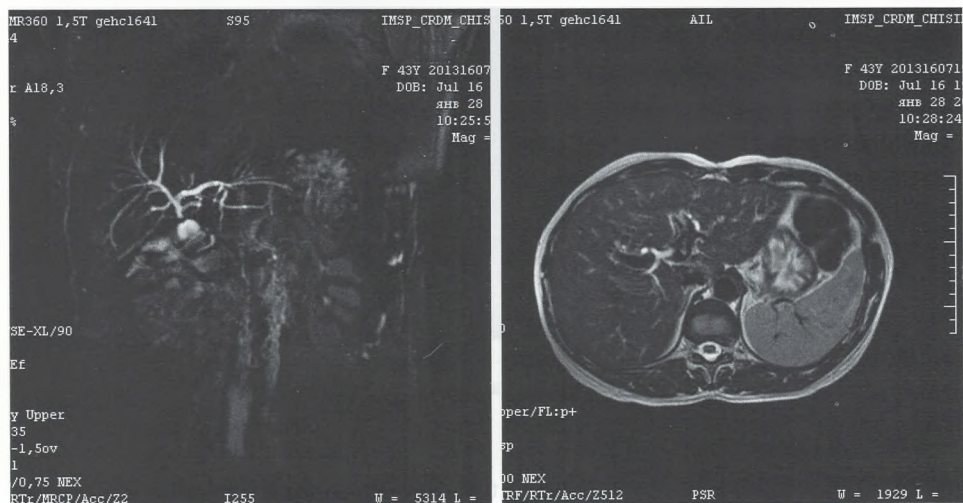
Colangiografia prin rezonanță magnetică nucleară, strictură biliară Bismuth III (caz propriu)
